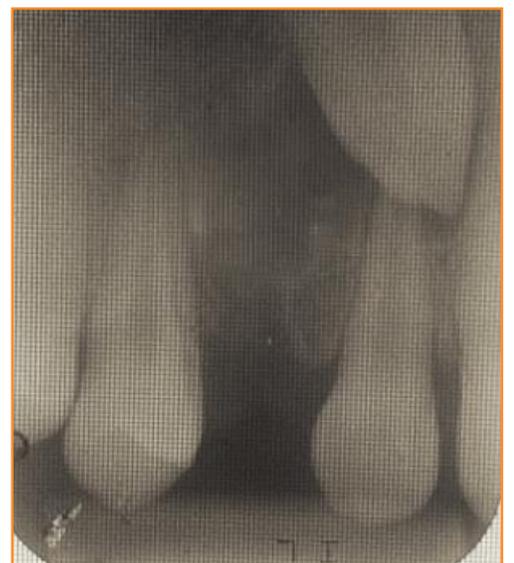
Radiografía periapical de control después de 15 días se logra visualizar formación de tejido óseo. Ausencia de pieza 5.3 y supernumerario.
